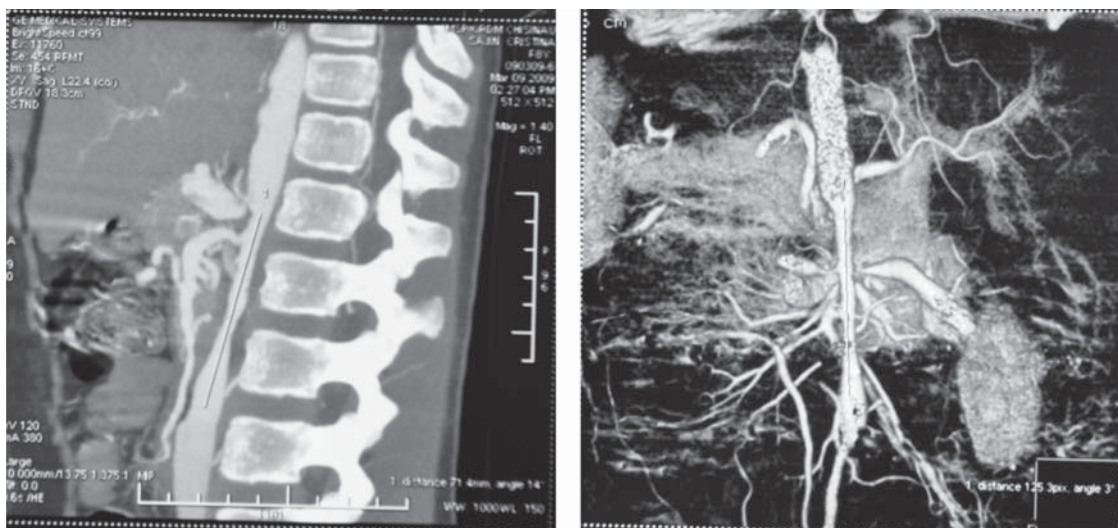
Angio - CT abdominal: stenoză congenitală a porțiunii abdominale a aortei și la nivelul ramificației arterei renale din stânga.
